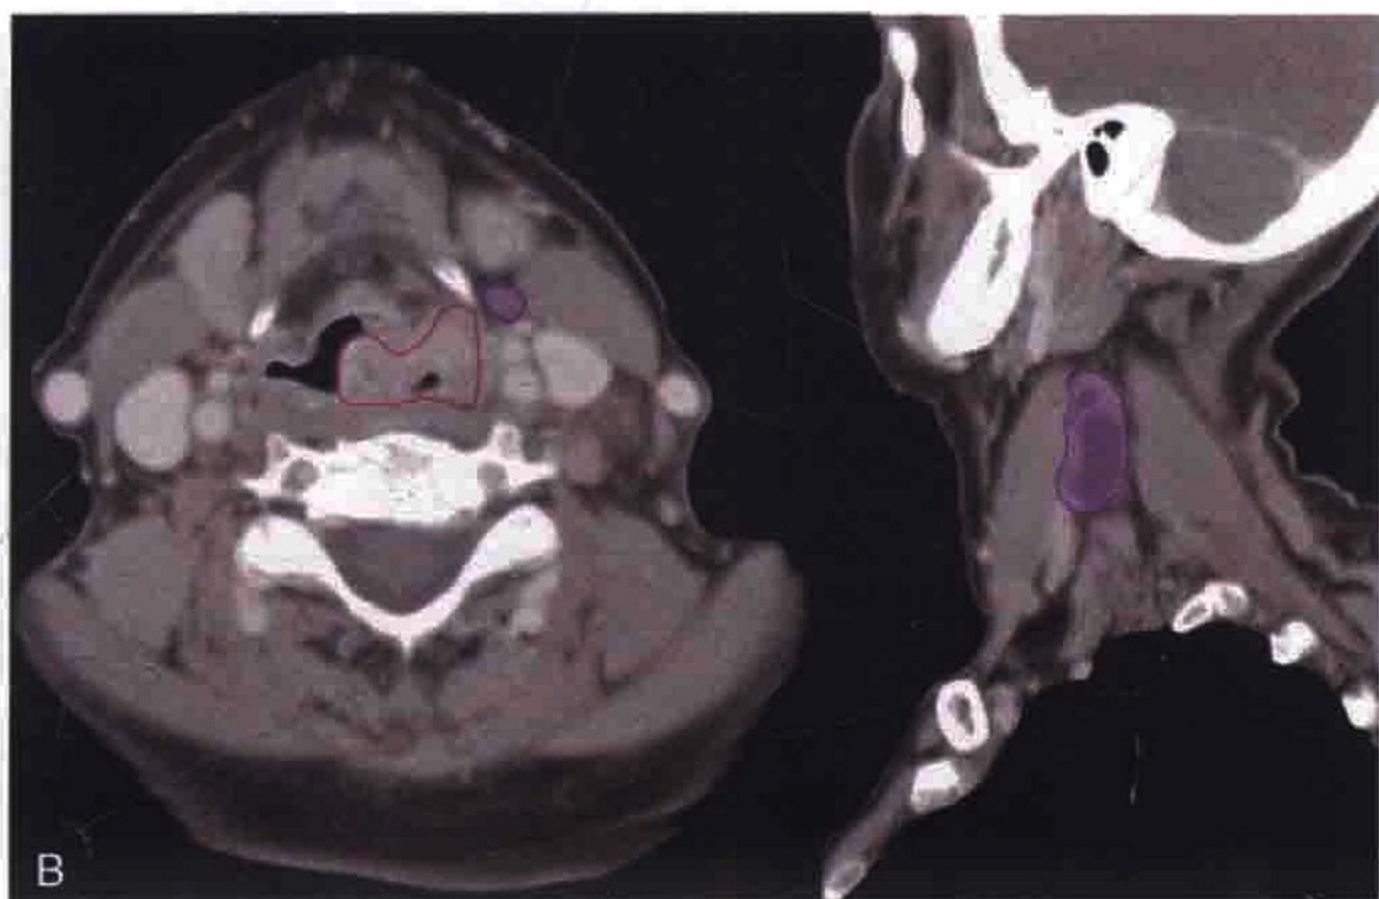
A. 横轴位 CT 增强扫描显示声门上型鳞状细胞癌患者双侧 II 区淋巴结肿大。矢状位显示坏死的 II A 区淋巴结。 B. 肿瘤和淋巴结被勾画出来
